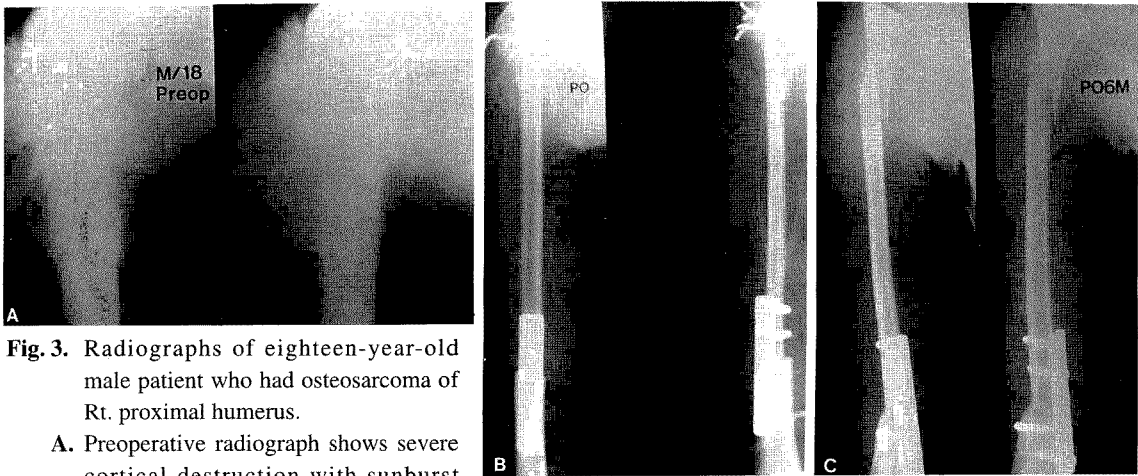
Radiographs of eighteen-year-old male patient who had osteosarcoma of Rt. proximal humerus.
